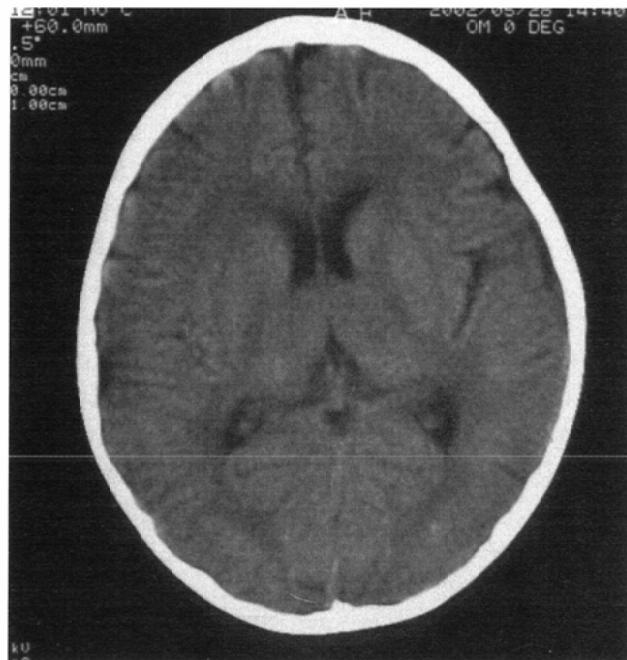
7-year-old-boy. No abnormality is noted on CT.
